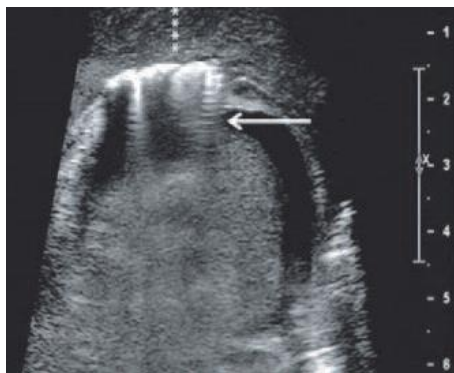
Узи при болезни Фурнье. Утолщение и газ в стенке мошонки показаны стрелкой. (Фото из работы Gupta N, Zinn KM, Bansal I, Weinstein R. Fournier's gangrene: ultrasound or computed tomography? Med Ultrason. 2014. Vol. 16, N 4. P. 389 – 390) [49].
